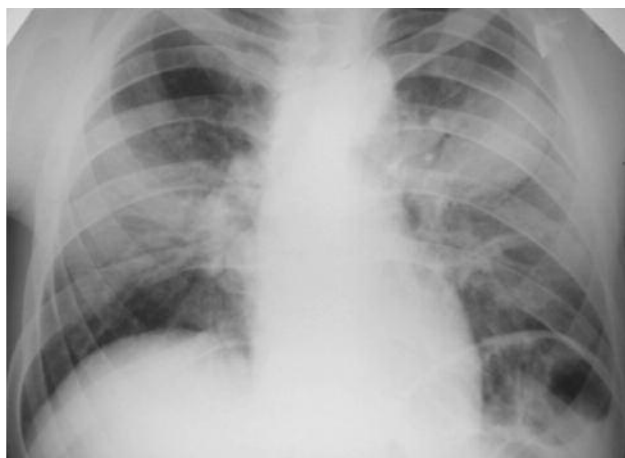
Рентгенограма хворого Є., 23 роки. При госпіталізації виявлені зміни, які розцінені як двобічна вогнищево-зливна пневмонія. Типові зміни при пневмоцистозі за типом "ватної легені"
